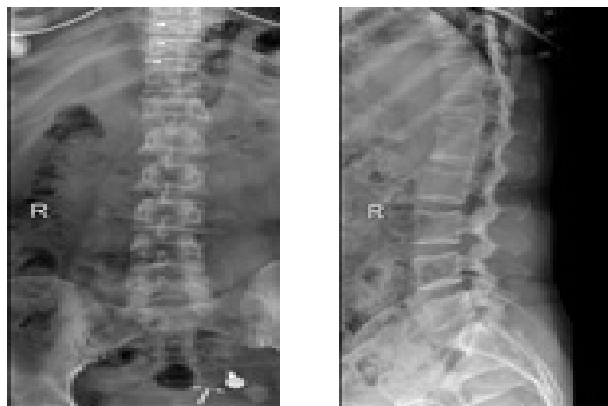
椎体压缩性骨折（腰椎正侧位平片，可见胸12椎体呈楔形变扁，椎体上缘密度增高）
